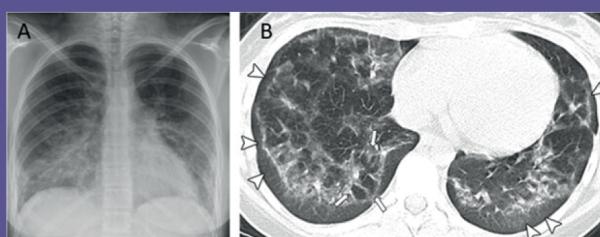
Lesión Pulmonar Asociada al Vapeo (EVALI) en Adolescentes. La radiografía y la tomografía revelan áreas blanquecinas anormales —señal de inflamación intensa— que afectan ambos pulmones. Este patrón es típico de EVALI, una condición que puede causar dificultad para respirar, tos persistente y pérdida de peso significativa.⁴
